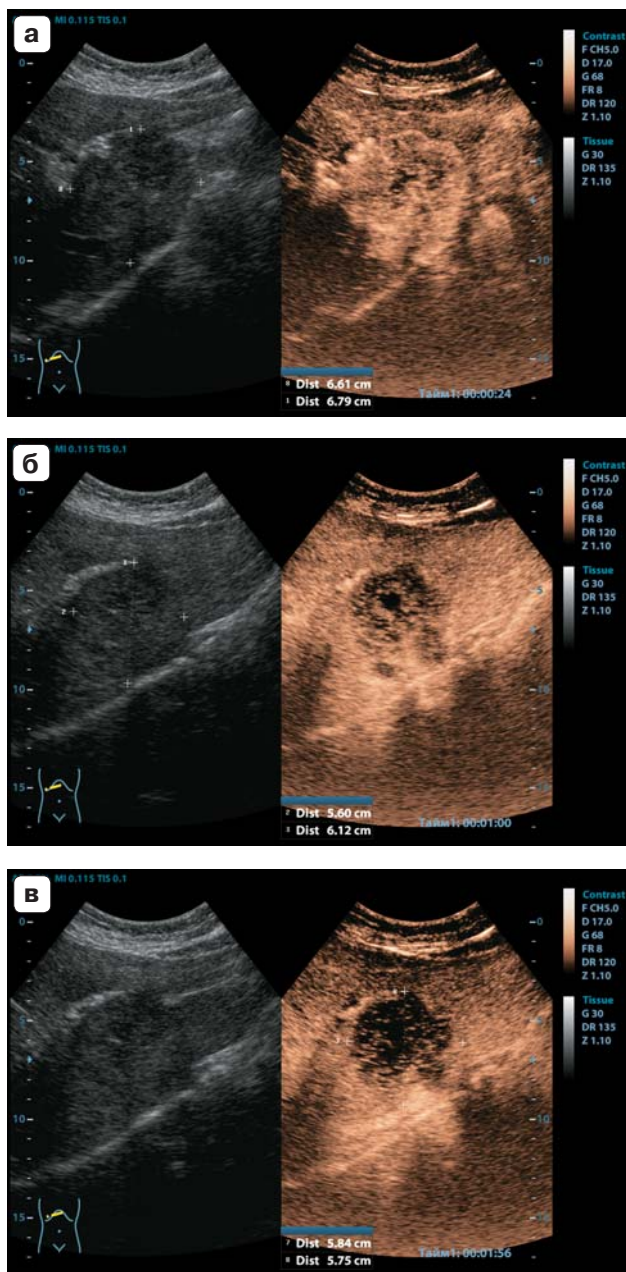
КУУЗИ печени. Метастаз. Гиперконтрастирование образования в артериальную фазу (а), вымывание ультразвукового контрастного препарата в портальную (б) и позднюю (в) фазы. Собственное наблюдение.
